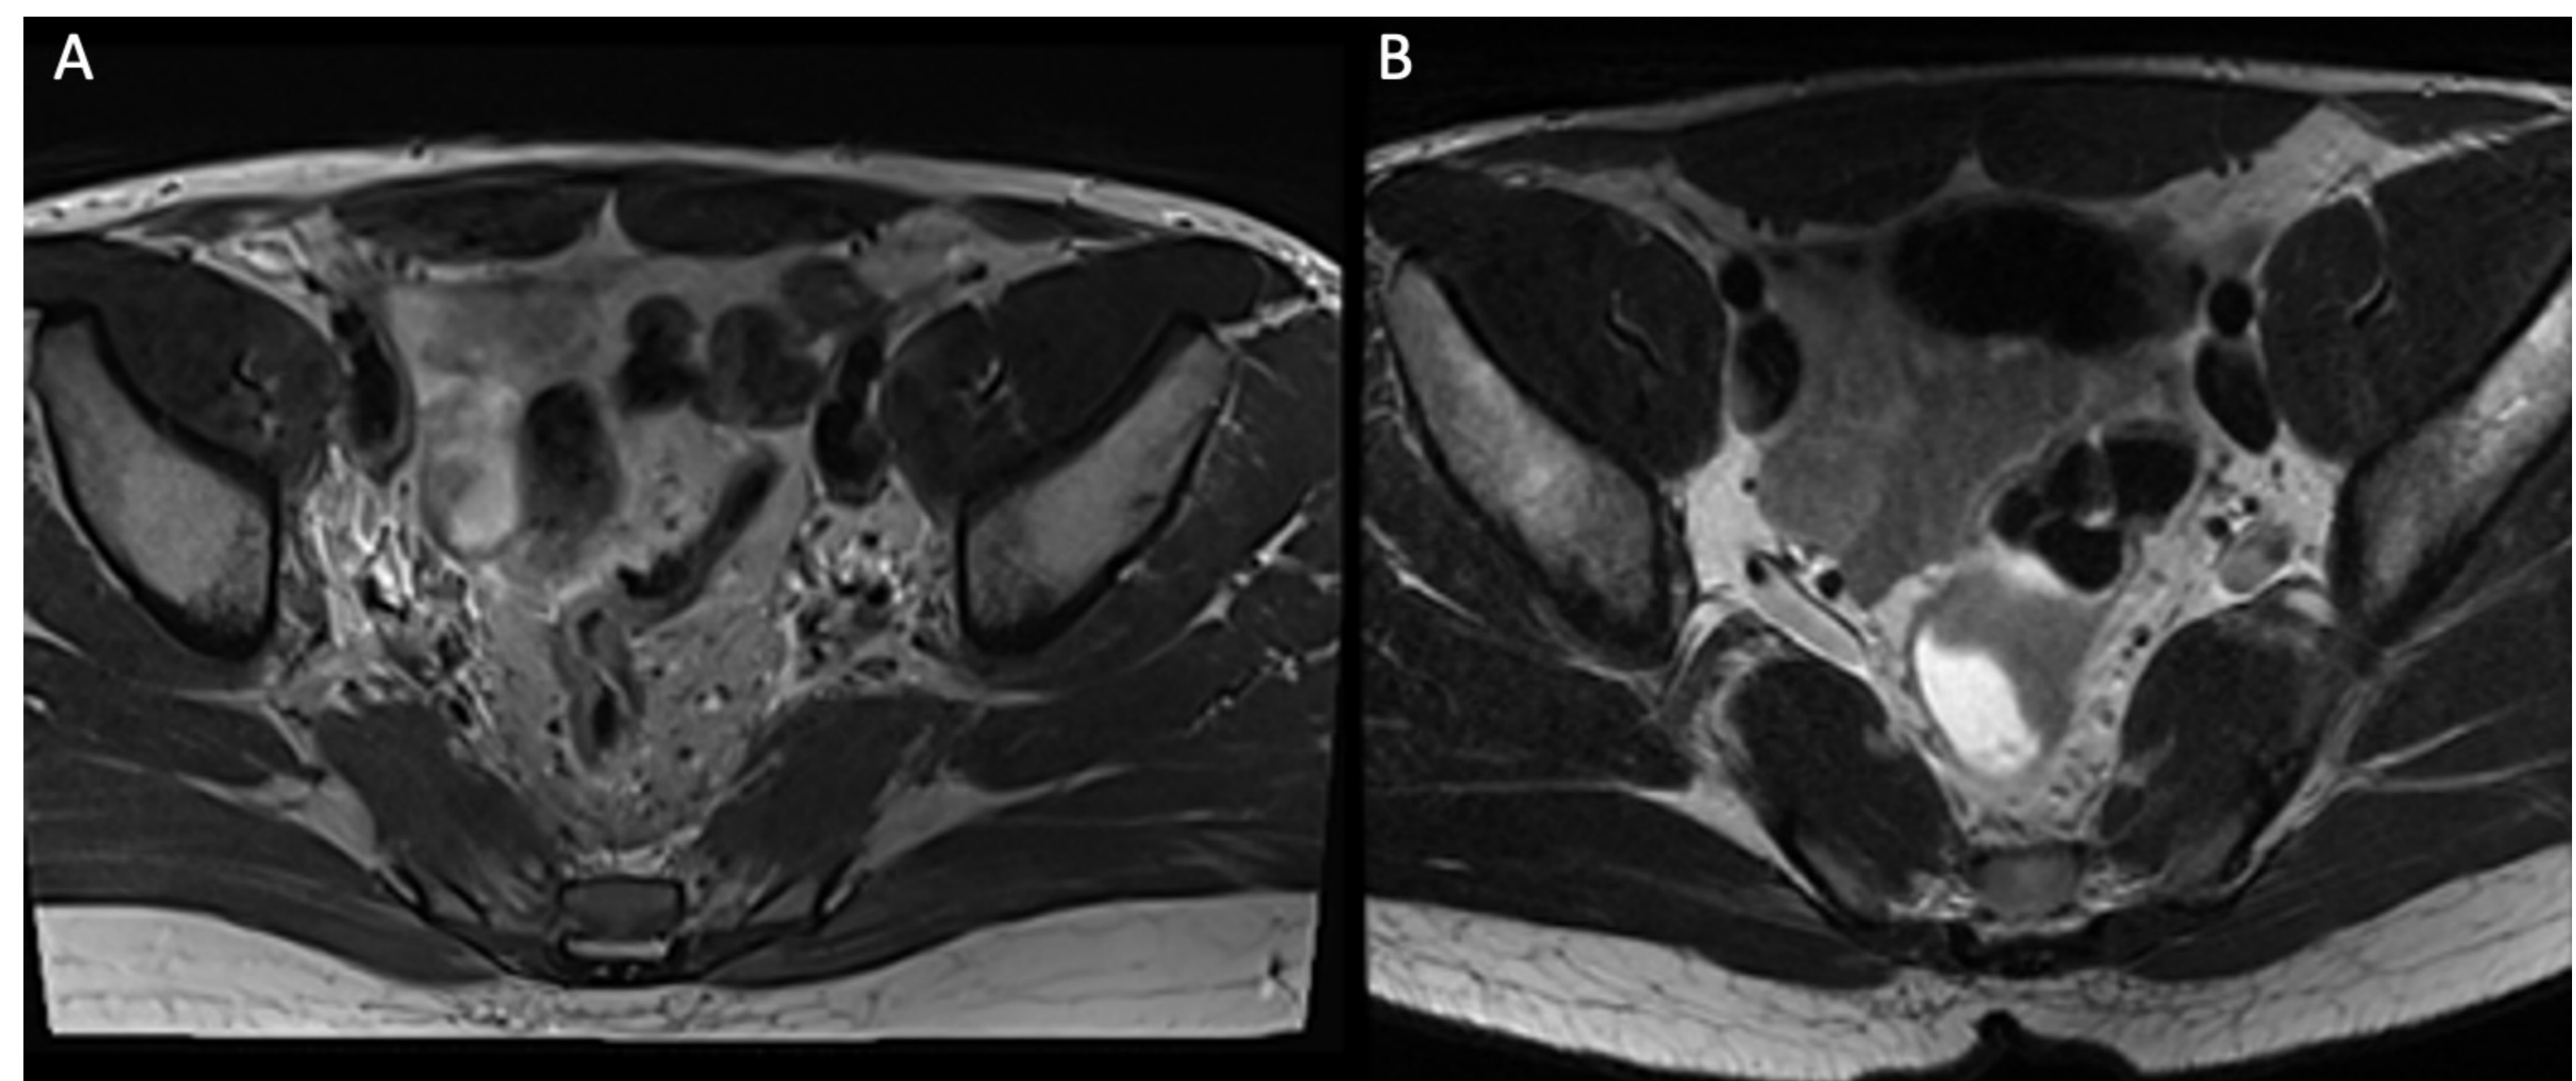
A.- RM pélvica agosto 2021: Tumor en recto medio T3bN2Mx con rmMRC negativo. B.-RM pélvica marzo 2022: engrosamiento fibroso de la pared de aspecto residual, sin evidencia de viabilidad tumoral macroscópica.
